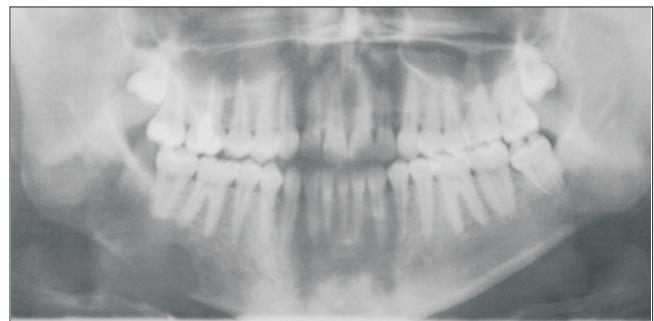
Ортопантомограмма. Литическая деструкция тела нижней челюсти с достаточно четкими контурами с разрушением кортикальной пластинки на ограниченном протяжении
